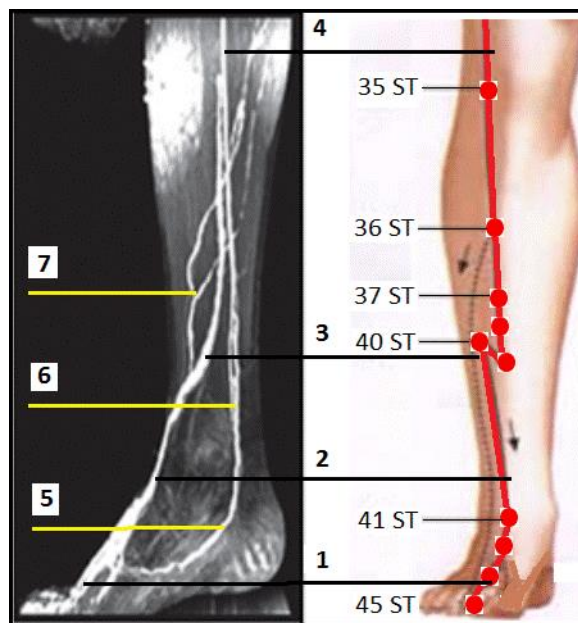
МРТ изображение траектории канала ISF внутри тела и его проекции на поверхности тела в виде меридиана желудка (ST). (МРТ изображение воспроизведено из источника [3].)
